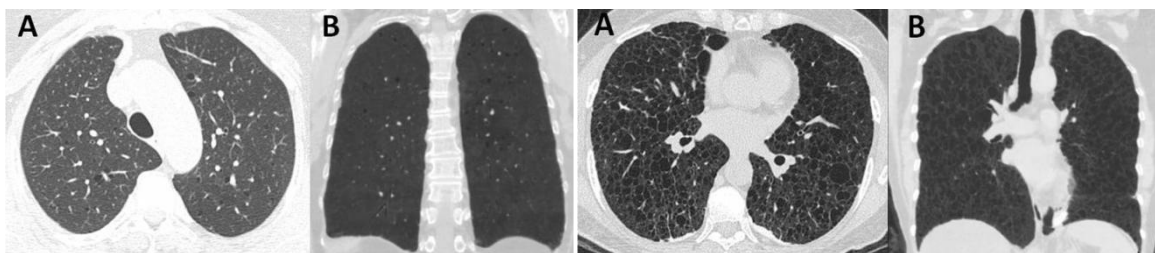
TC de tórax na LAM em paciente com doença leve. Planos axial (A) e coronal (B) mostrando raros cistos.
